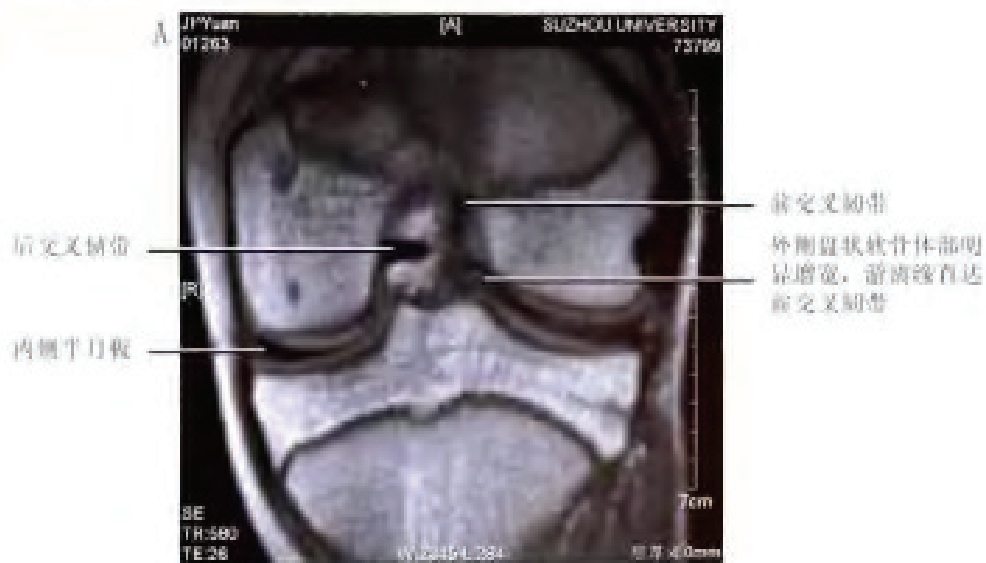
病例 16 MRI 图像 (冠状面)
